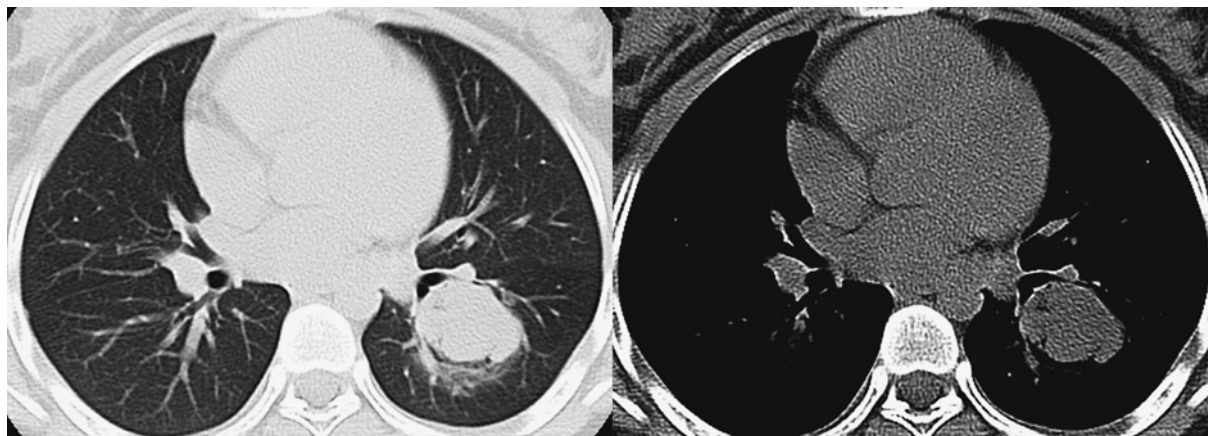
Chest computed tomographic scan on the first visit shows a mass shadow lesion between the left B<sup>9</sup> and B<sup>10</sup>.
